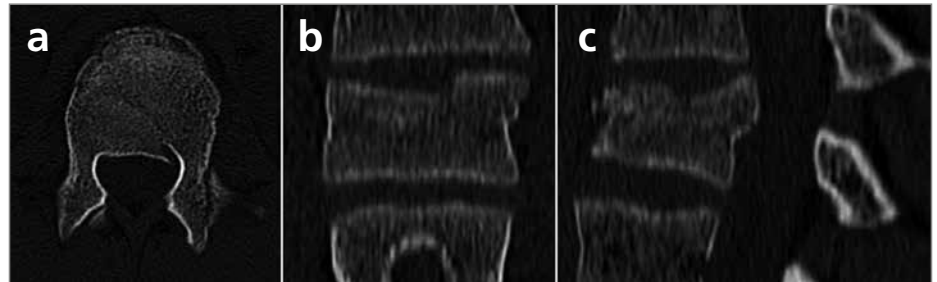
Bestätigung des Befundes einer A3.1.1-Verletzung über die CT
